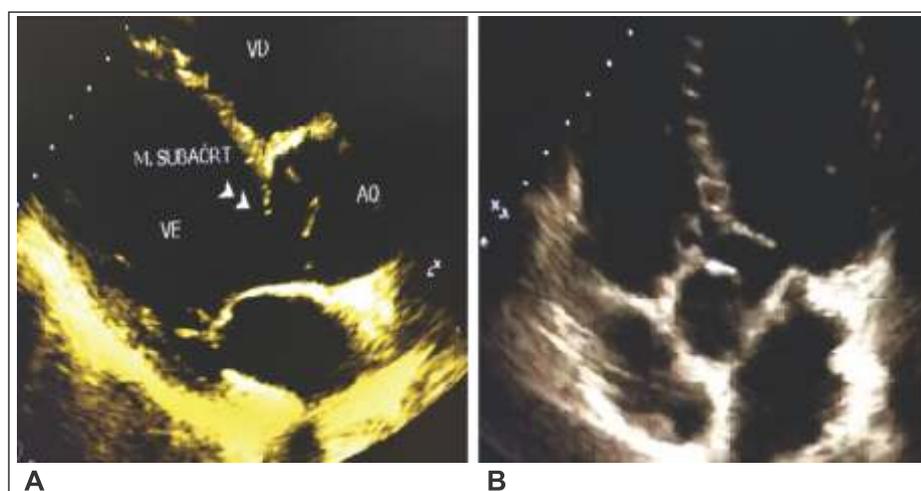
Ecocardiograma transtorácico demonstrando membrana subaórtica.
